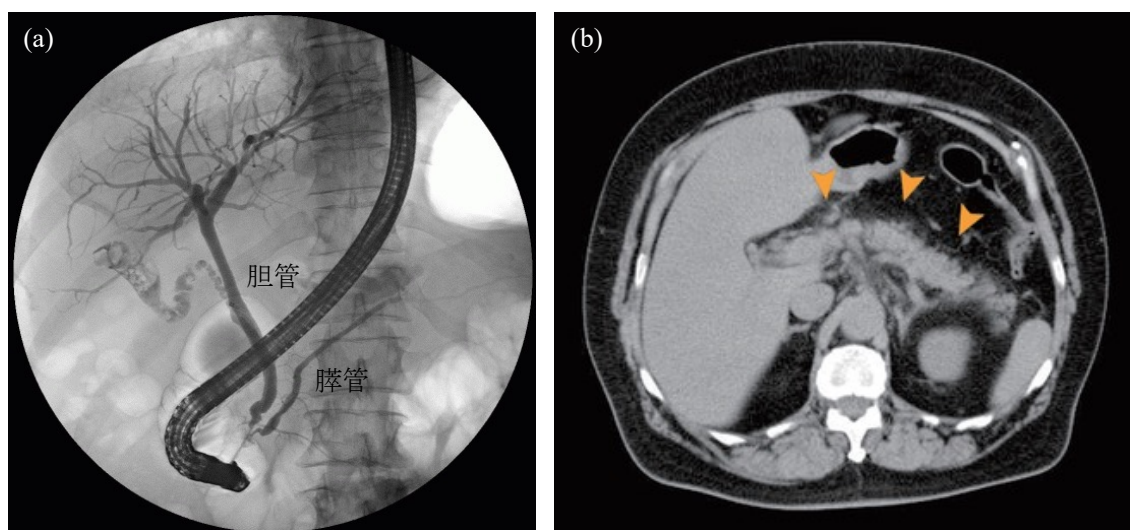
ERCP 画像と PEP 発症後の単純 CT 画像
